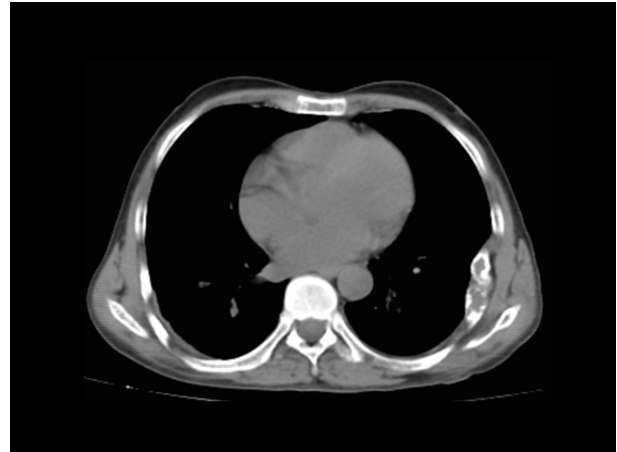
Tomografía de tórax. Se observa lesión lítica en 6° y 7° arco costal izquierdo.
